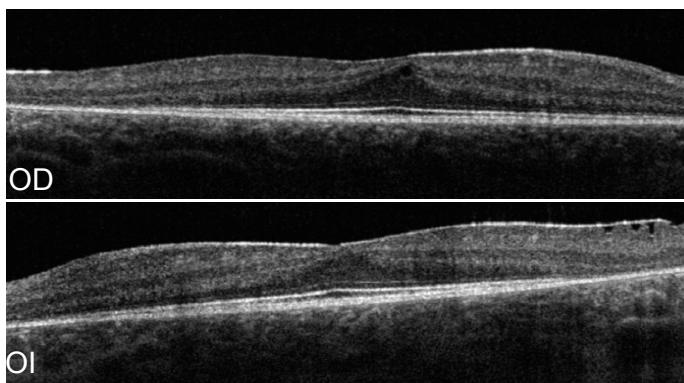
Tomografía de coherencia óptica (OCT): Membrana epirretiniana con engrosamiento del área macular en AO y desaparición de la capa externa de los fotorreceptores en el área extrafoveal.
